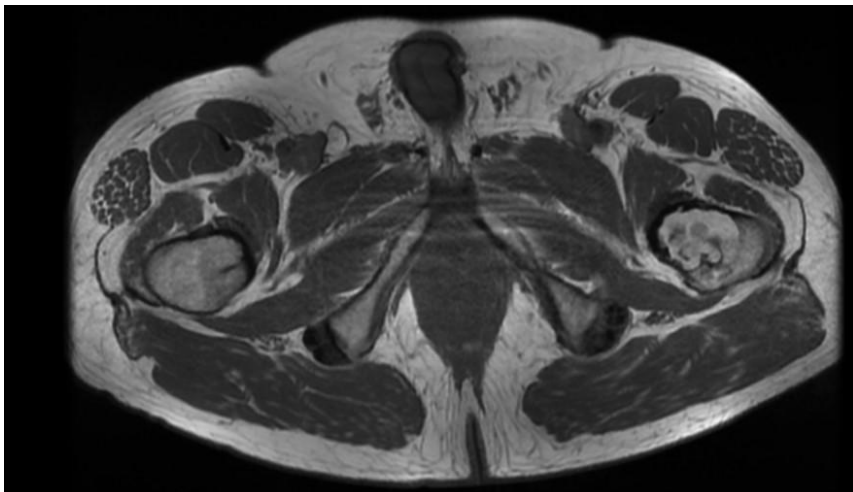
Imagen axial de RMN en T1 con tejido con hiposeñal en cadera izda.
